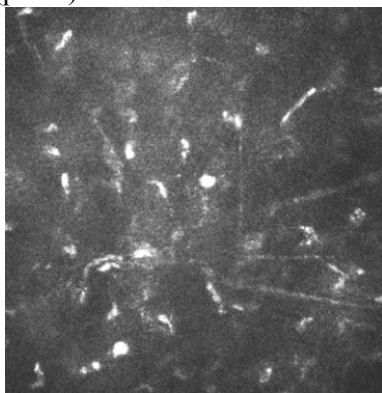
Акантамебные цисты в строме роговицы. Лазерная сканирующая конфокальная томограмма
